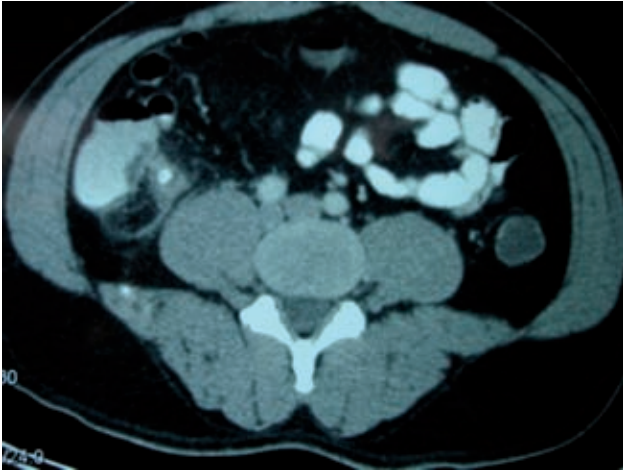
Colotomografía: con cambios en grasa pericecal, cambios inflamatorios a este nivel.
